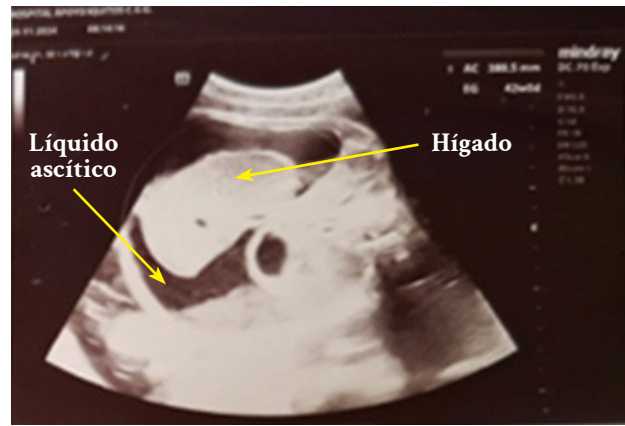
Ecografía abdominal: se observa el hígado fetal sobrenadando en líquido ascítico peritoneal, fondo de saco de Douglas ocupado.
